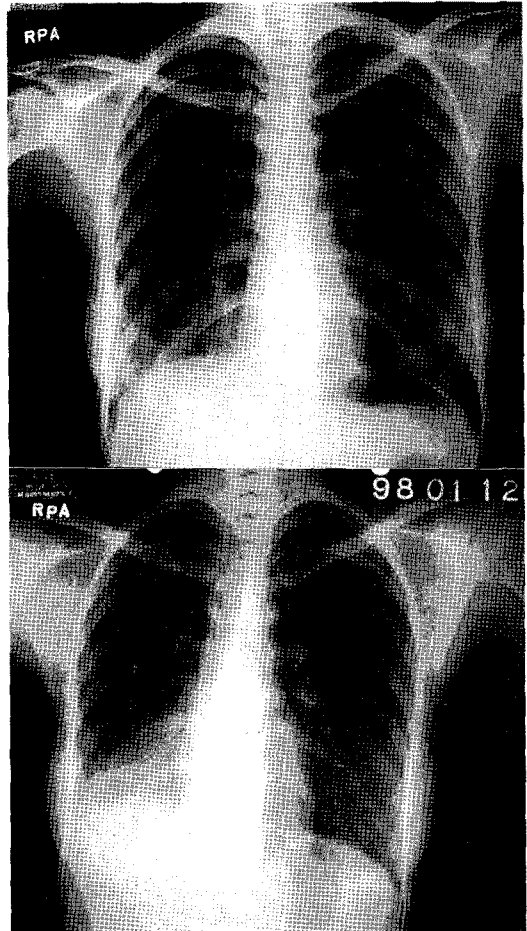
Chest roentgenogram on admission reveals diffuse infiltrations in both lower lung fields (A). Chest PA on next day. Pneumonic consolidation and atelectasis were showed in right lower lobe (B).
